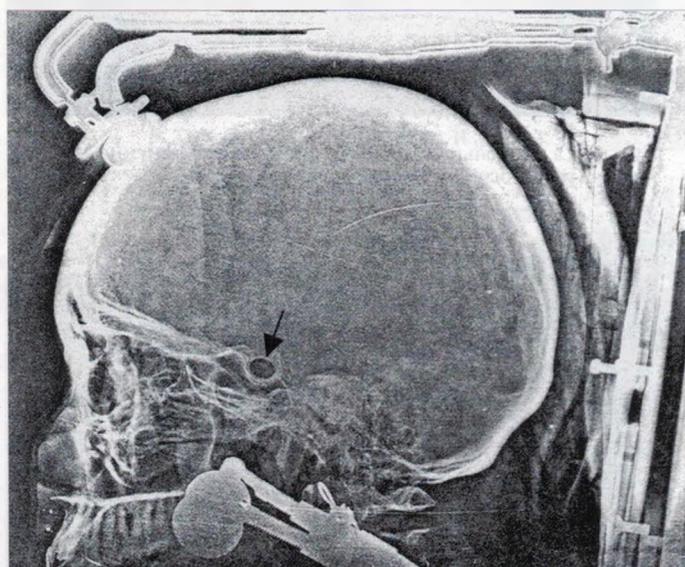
"След" протонного пучка на рентгенограмме (указан стрелкой).
